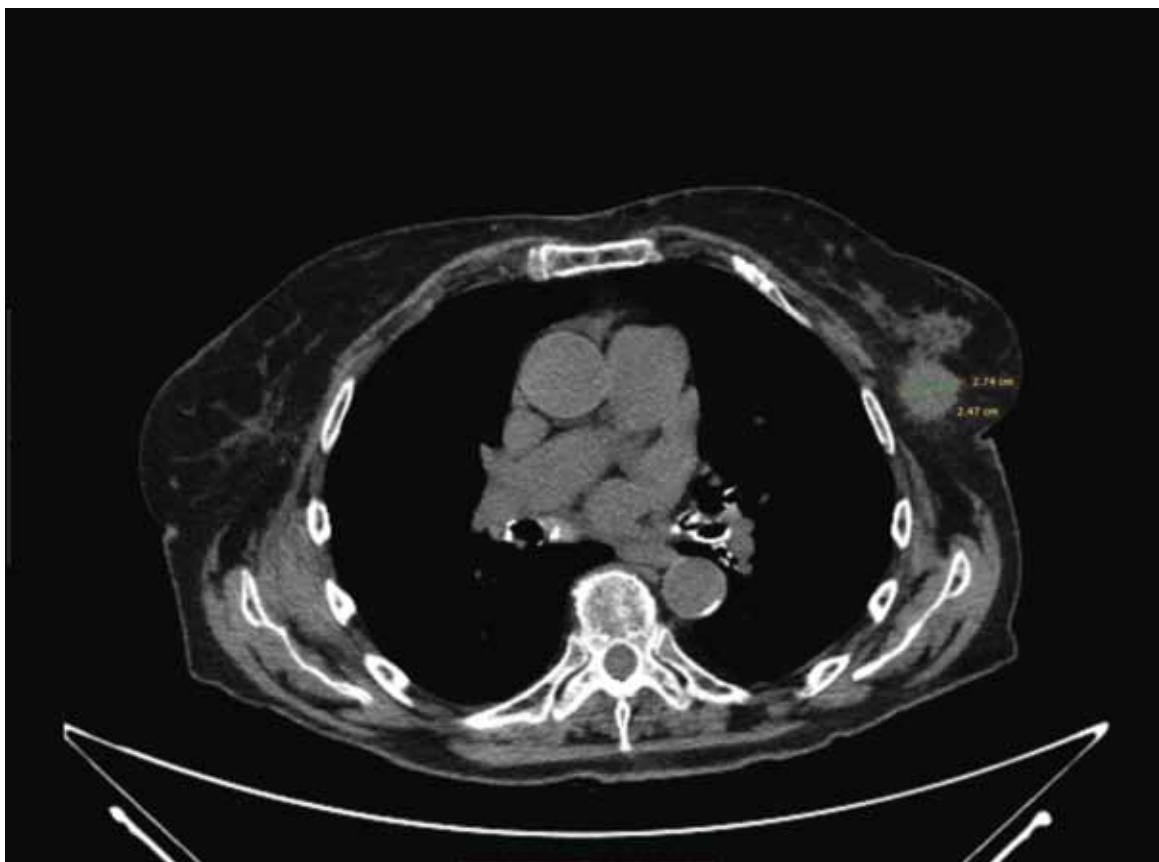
Компьютерная томограмма органов грудной клетки пациентки до лечения. Описание в тексте
